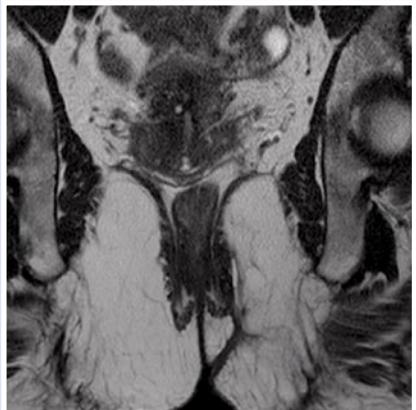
МРТ малого таза. Внутреннее отверстие и ход не визуализируются, по ходу свища рубцовая ткань с накоплением контрастного вещества.
